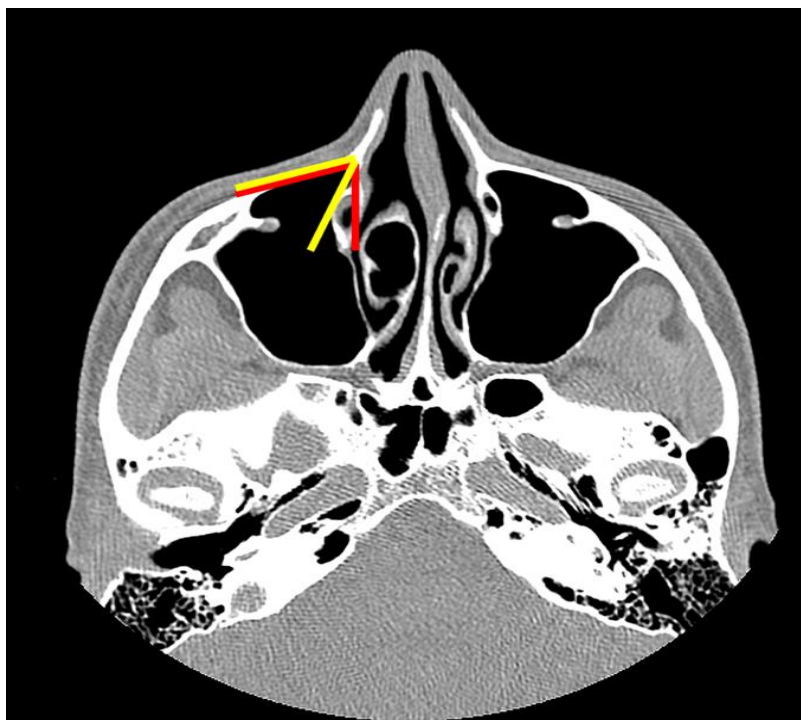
Secțiune transversală pe imagine CT care arată măsurătorile unghiurilor: unghiul dintre pereții anterior și medial al sinusului maxilar (unghiul 1)- linia roșie și unghiul dintre peretele anterior sinusal și marginea laterală a ductului nazolacrimonal (unghiul 2)- linia galbenă
